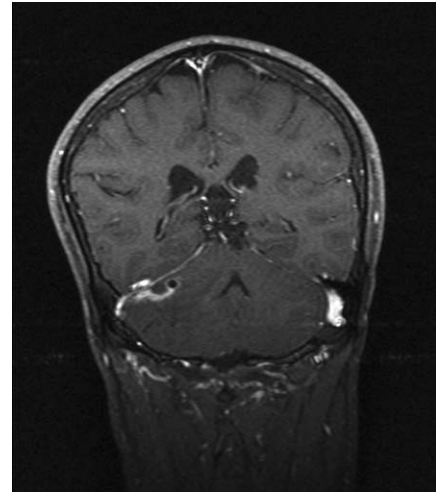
Operasyon öncesi çekilen kraniyal MRG.Sağ mastoid selülleri, timpanik kaviteyi bütünüyle dolduran, ekspansiyon eden apse koleksiyonu, mastoid kemik posterioinferiorunda defektif görünüm, bu düzeyde sağ serebellar hemisfer anteriorunda 6 mm kalınlığında epidural apse ve sağ serebellar hemisferde 3 cm boyunda apse koleksiyonu ve yoğun ödem.
